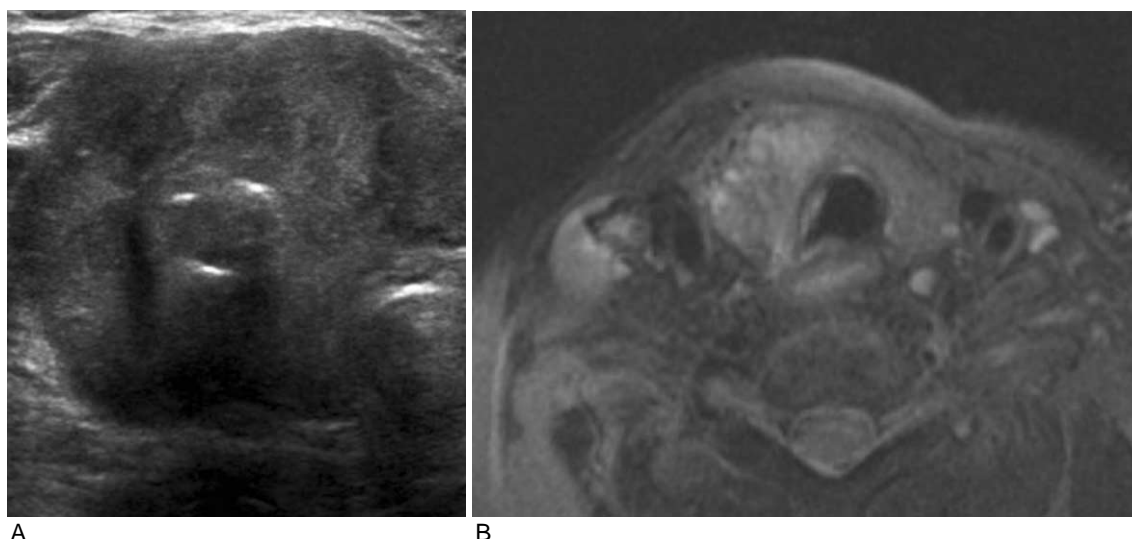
74-year-old female with papillary thyroid carcinoma with tracheal invasion. A. A large mass containing calcification replace the right lobe of thyroid. US cannot show the full extent of the mass because of air shadowing. B. MRI shows the direct tracheal invasion precisely, clinical staging T4a lesion.
